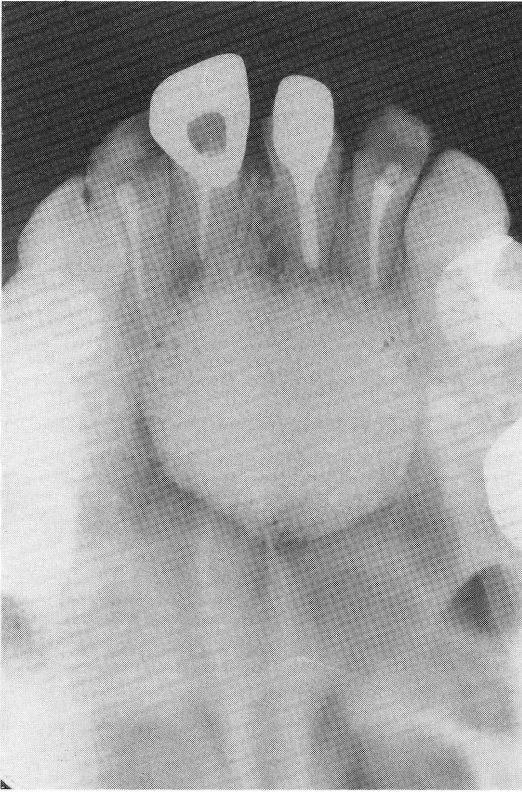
ハイドロキシアパタイト顆粒填塞6か月後のX線写真
